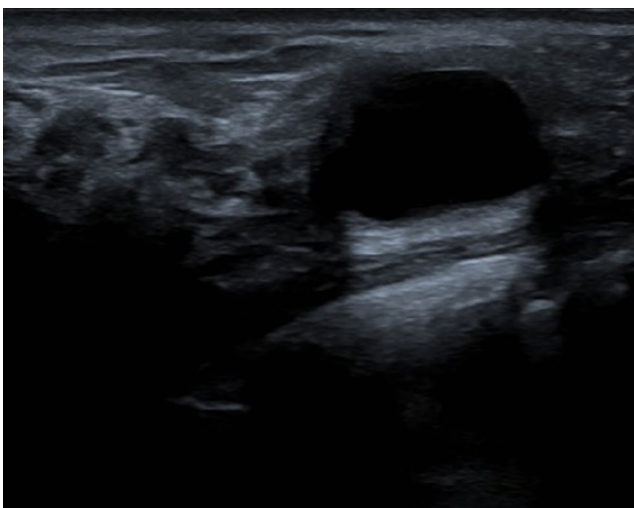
Corte transversal de ecografía de mama derecha. Imagen redondeada, anecoica, bordes bien definidos con refuerzo posterior compatible con quiste simple.
